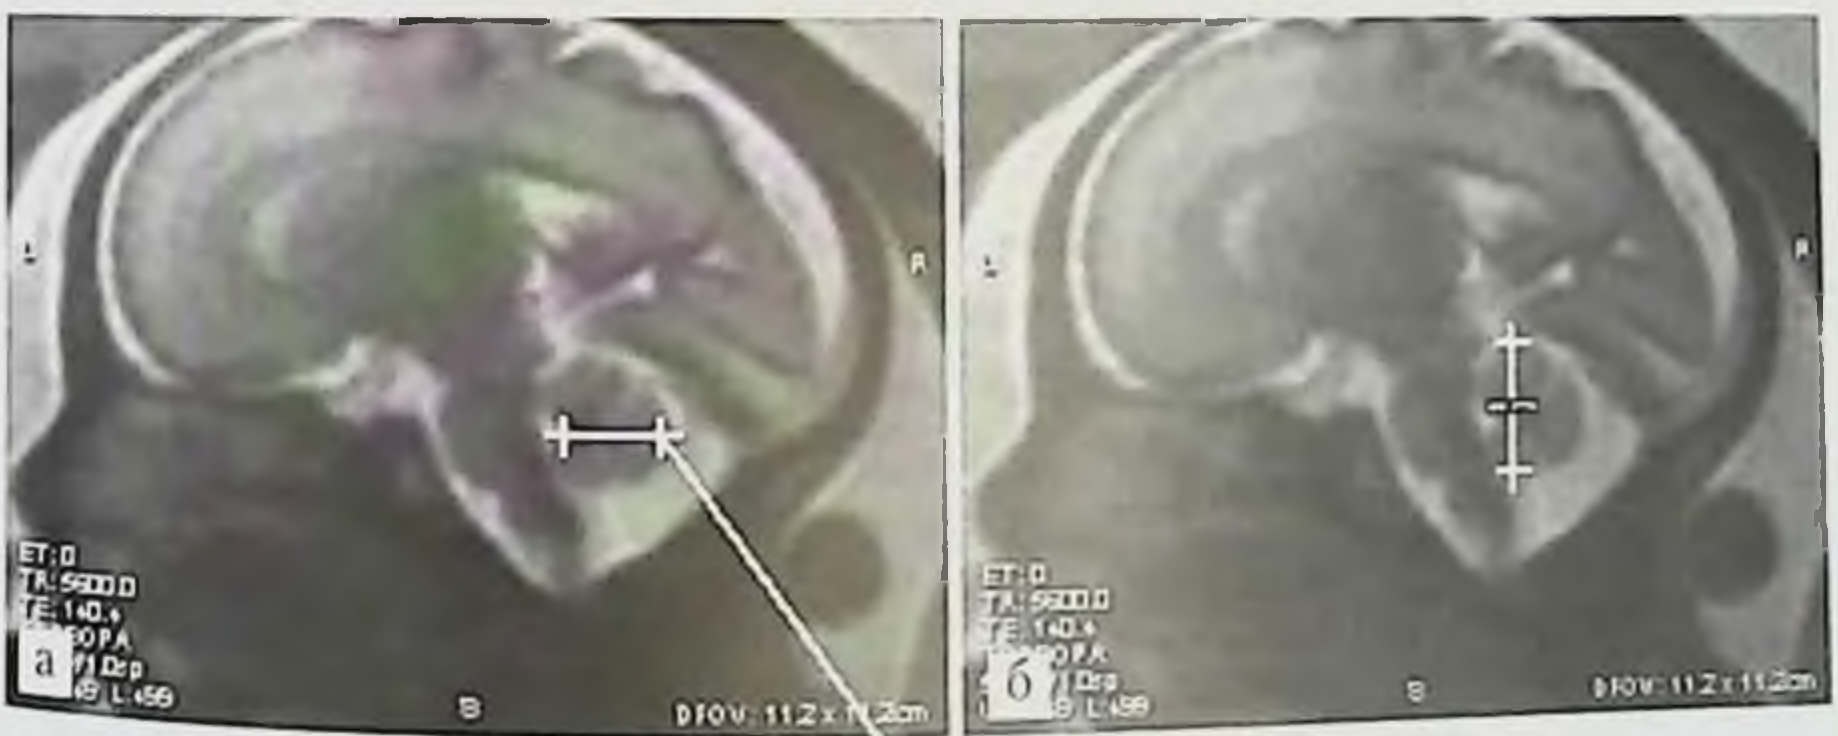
МРТ плода. Срединный сагиттальный срез. Срок гестации 28 нед:
